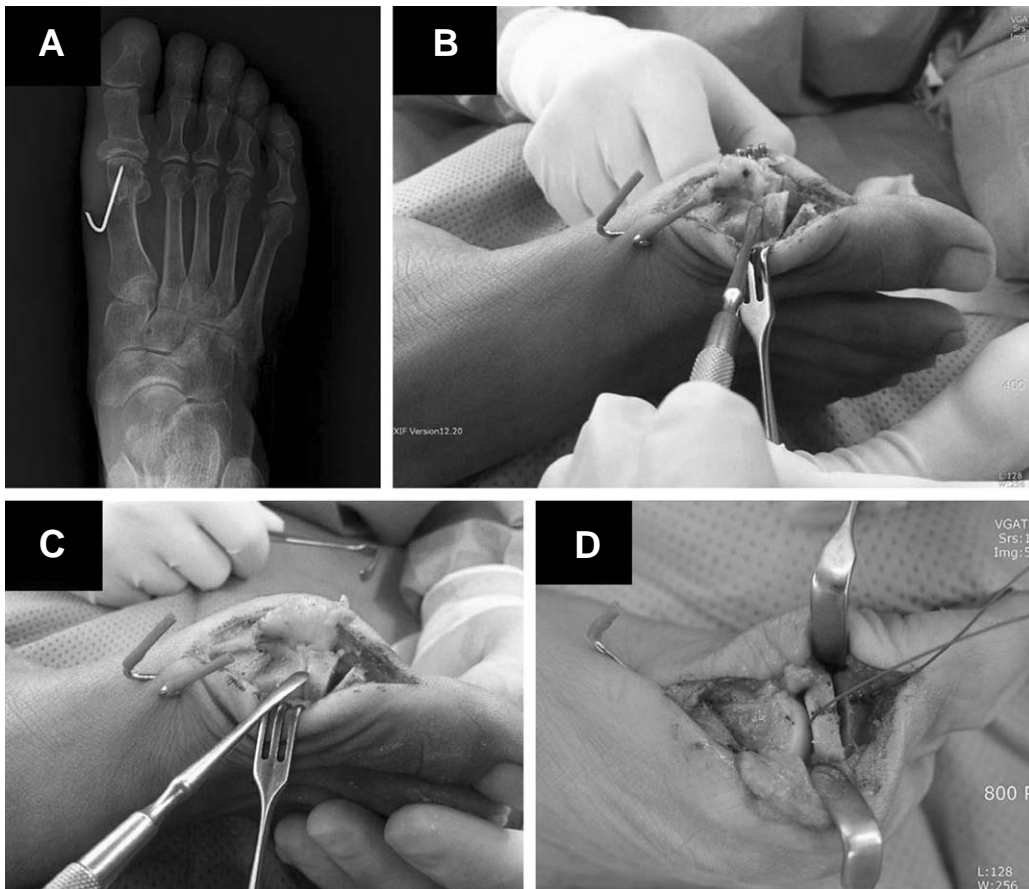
(A) At the postoperative, anteroposterior radiograph shows a medial protrusion of base of proximal phalanx. (B) Intraoperative view of the medial protrusion of the proximal phalanx (C) Intraoperative view of the proximal phalanx after resection of medial protrusion. (D) The intraoperative photograph shows transarticular fixation of akin osteotomy with absorbable suture material after resection of medial bony protrusion of proximal phalanx.
